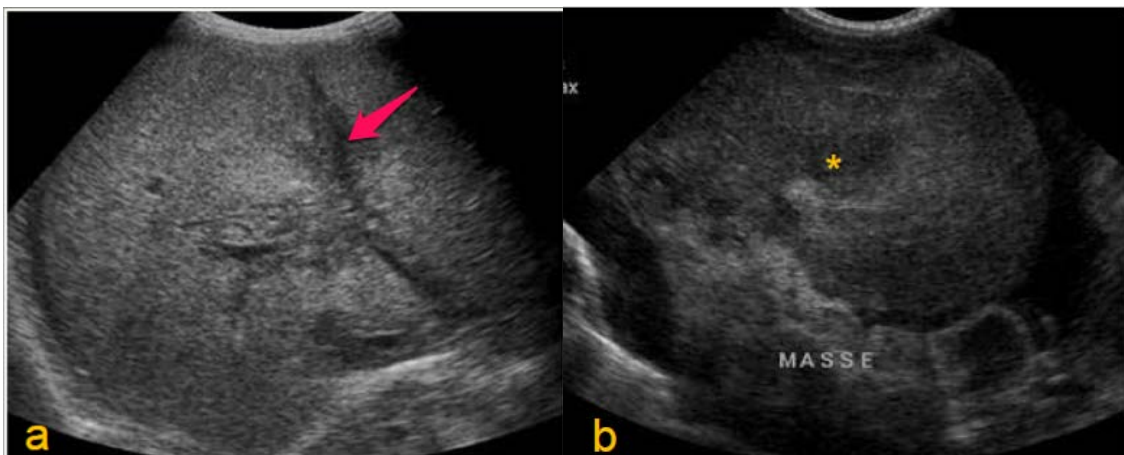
Échographie abdominale d'un lymphome de Burkitt de localisation hépatique secondaire [62].
